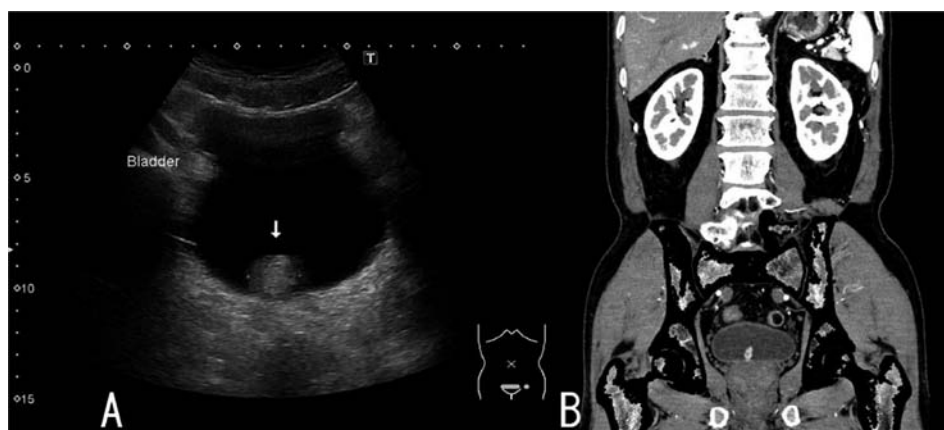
(A) Ultrasonography showing a bladder tumor (arrow). (B) Contrast-enhanced CT.
